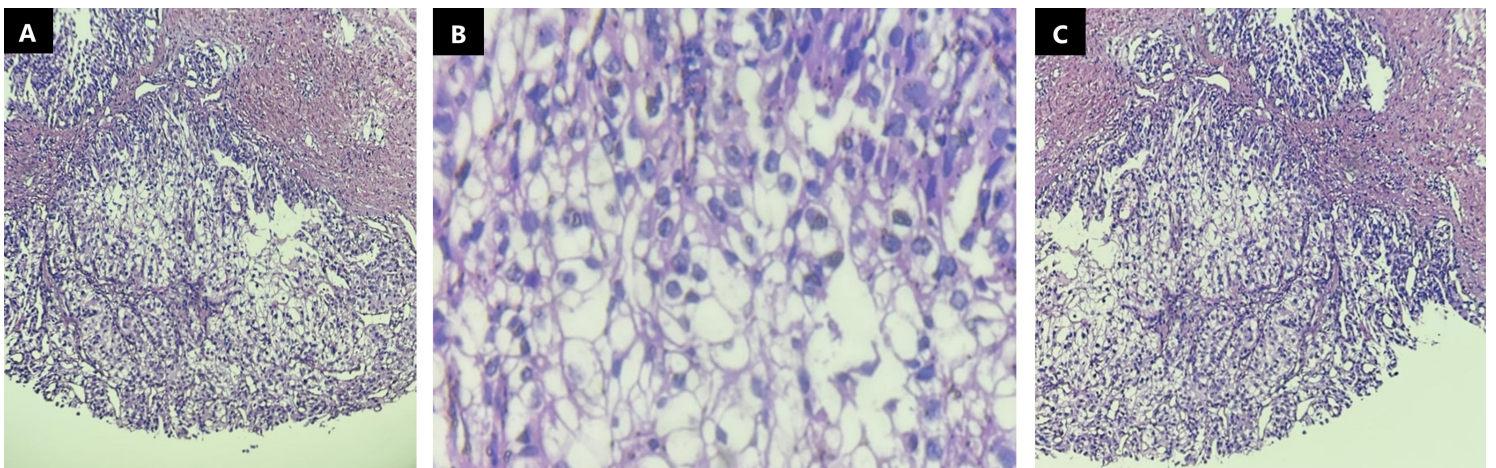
Histopatología de biopsia renal guiada por ultrasonido. A y B) Neoplasia maligna de células claras en el que se observan núcleos redondos basófilos y cromatina cerrada, además de un citoplasma amplio y claro. En menor medida puede verse el patrón vascular en "red de gallinero". C) A mayor aumento en algunas células hay nucleolos visibles característicos.
